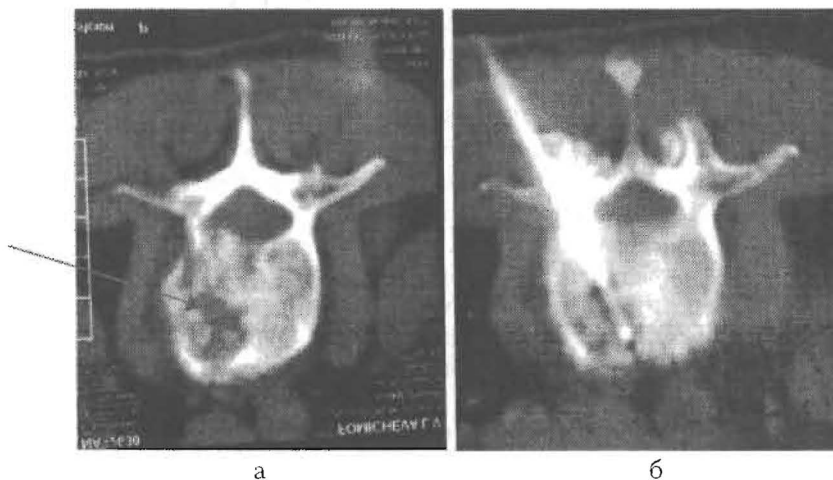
Метастаз рака молочной железы в теле I поясничного позвонка: а – компьютерная томограмма до операции; б – радиочастотная термоабляция при помощи однолепесткового электрода, введенного через трепан-иглу.
